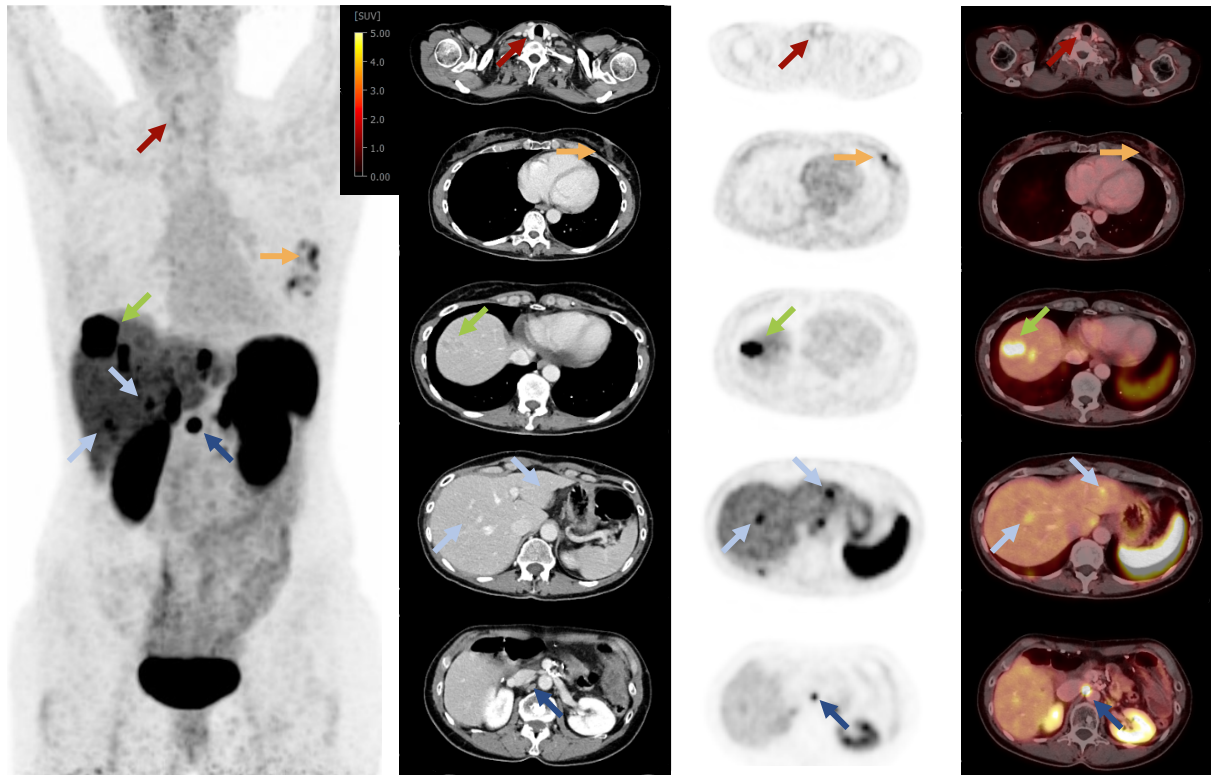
Patientenbeispiel (modifiziert nach [105]). Das Schilddrüsengewebe (roter Pfeil) wurde einstimmig von allen vier *Readern* als SSTR-RADS 1 eingestuft, da eine erhöhte, aber nicht ungewöhnliche Radiotraceraufnahme festgestellt wurde. SSTR-RADS 1 umfasst jene Läsionen, die zwar gutartig sind, aber eine erkennbare Aufnahme des Radiotracer zeigen, wie zum Beispiel eine intensive Aufnahme in der Schilddrüse (zum Beispiel aufgrund eines bekannten Schilddrüsenadenoms). Die axiale CT, die $[^{68}\text{Ga}]\text{Ga-DOTA-TOC-PET}$ und die kombinierten PET/CT-Aufnahmen zeigen eine deutlich kontrastmittelanreichernde, rundlich konfigurierte Läsion mit moderater Radiotraceraufnahme (gelber Pfeil) in der linken Brust. Basierend auf diesen Bildinformationen ordneten alle *Reader* außer einem diesen Befund als SSTR-RADS 3C ein. SSTR-RADS 3C lässt auf einen SSTR-exprimierenden, nicht-neuroendokrinen benignen Tumor oder einen malignen Prozess schließen, der eine intensive Aufnahme an einem (sehr) untypischen Ort für NET aufweist. Eine Mamma-Stanzbiopsie der Läsion ergab ein gering differenziertes invasives Mammakarzinom mit kräftiger Expression des Östrogenrezeptors und kräftiger bis mäßiger Expression des Progesteronrezeptor ohne Nachweis von Infiltraten des NET. Zudem ist auf den Bildern eine starke, fokale Anreicherung von $[^{68}\text{Ga}]\text{Ga-DOTA-TOC}$ am oberen Rand der Leber (grüner Pfeil) zu sehen. Die CT weist einen
